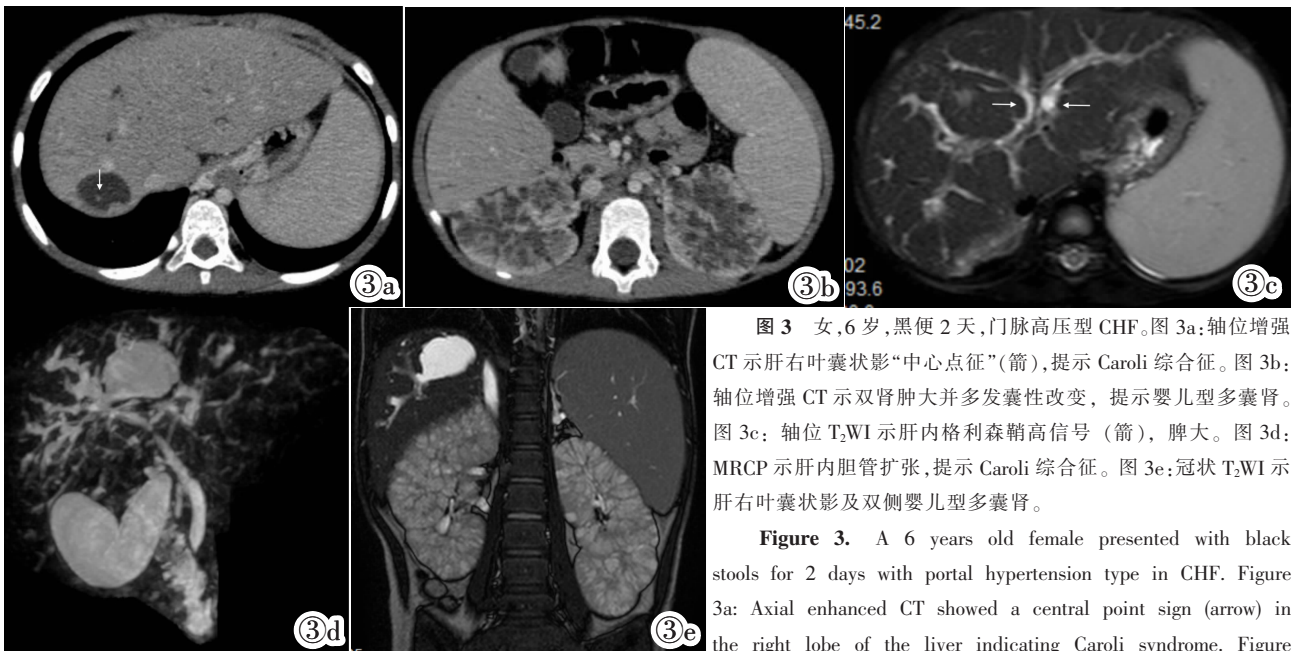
女,6 岁,黑便 2 天,门脉高压型 CHF。图 3a:轴位增强 CT 示肝右叶囊状影“中心点征”(箭),提示 Caroli 综合征。图 3b:轴位增强 CT 示双肾肿大并多发囊性改变,提示婴儿型多囊肾。图 3c:轴位 T₂WI 示肝内格利森鞘高信号(箭),脾大。图 3d:MRCP 示肝内胆管扩张,提示 Caroli 综合征。图 3e:冠状 T₂WI 示肝右叶囊状影及双侧婴儿型多囊肾。
